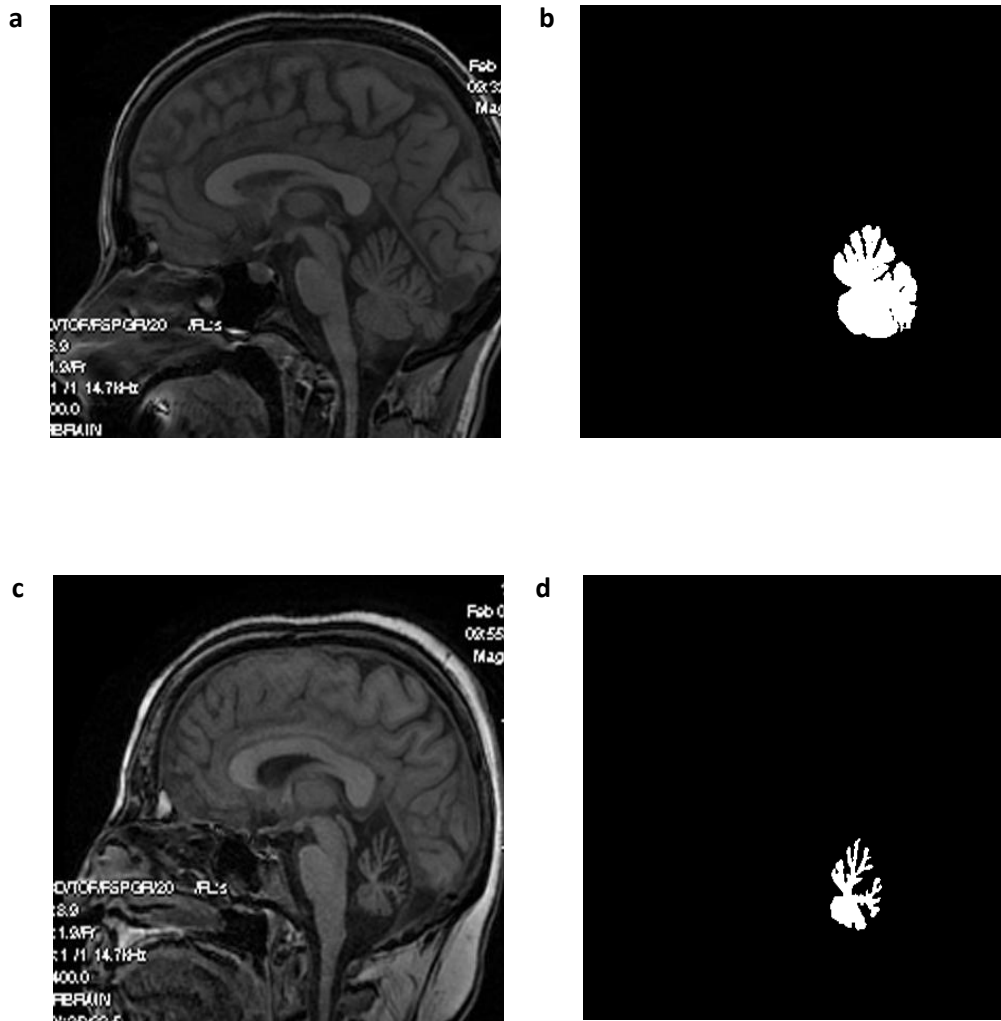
RM: Cuantificación de la atrofia del vermis cerebeloso. Cortes sagitales mediales (a y c). Segmentación del vermis de una paciente con atrofia leve (b) y de un paciente con atrofia moderada (d).
